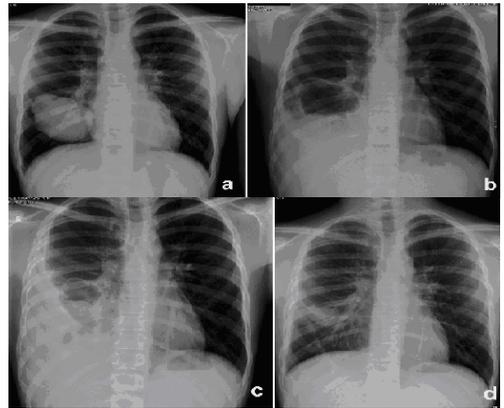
Caso 4. Evolución de la radiografía simple del quiste hidatídico pulmonar. Pre-tratamiento (a), 48 horas tras PAIR (b), al mes (c) y al 6º mes (d).
